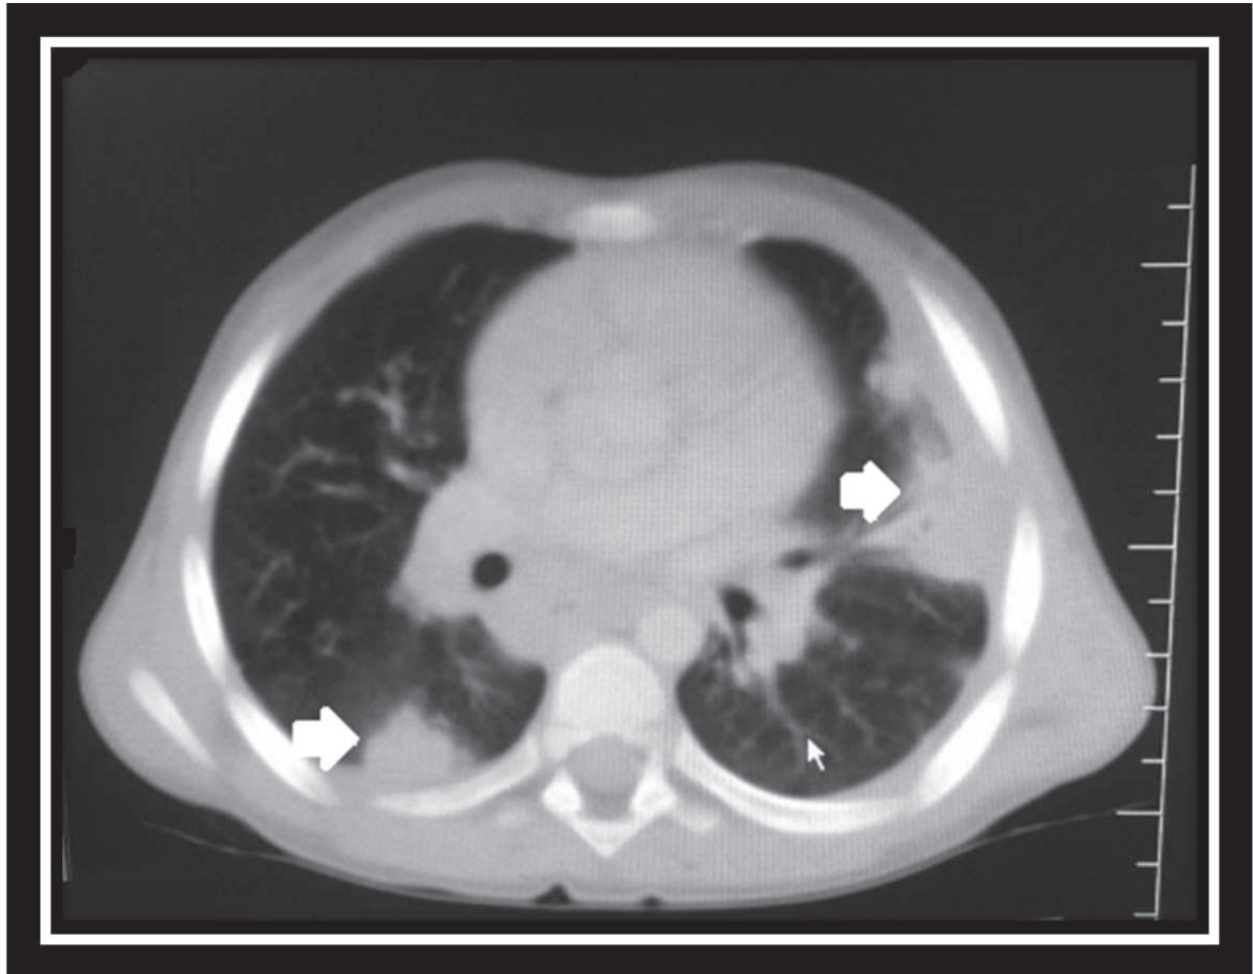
Tomografia de tórax realizada no Hospital de Clínicas do Paraná na data de 09/10/2014 apresentando nódulos pulmonares (seta branca grande) e aumento nos linfonodos mediastinais e hilares descritos.
